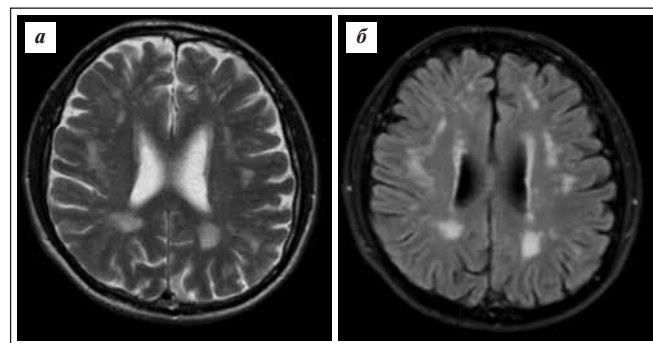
МРТ головного мозга в аксиальной плоскости (а — режим T2; б — режим FLAIR). В белом веществе, преимущественно в лобных и теменных долях, субкортикально и перивентрикулярно, определяются множественные, в том числе сливающиеся между собой очаги гиперинтенсивного сигнала на T2-ВИ и FLAIR
